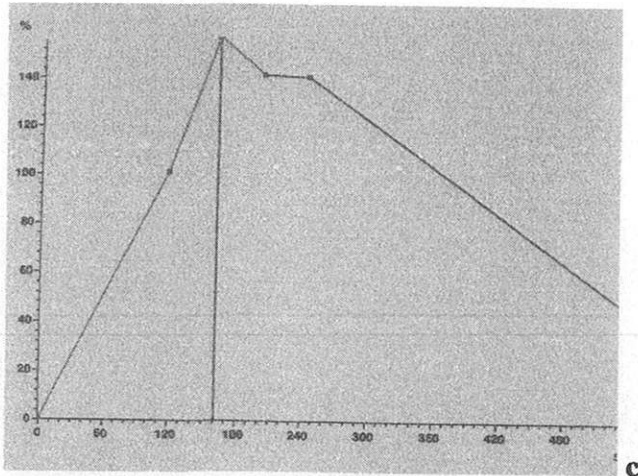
IRM mammaire, masses initiales sur la séquence morphologique T1 (a) et après soustraction et injection de Gadolinium (b), prise de contraste annulaire et courbe de type 3 (c) ; seconde masse de 9 mm en pondération T1 (d) puis après soustraction (e).
